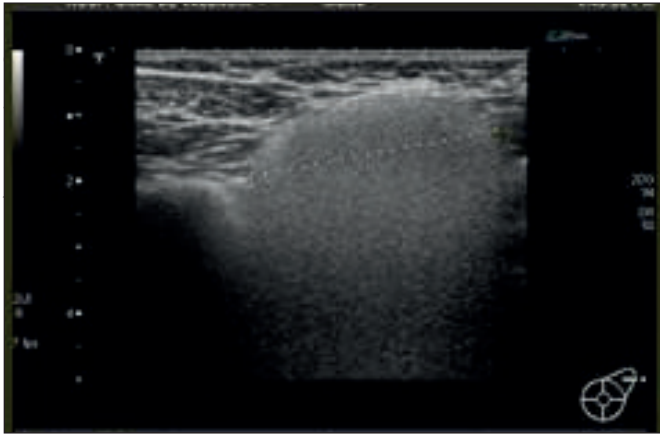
Ultrasonido de partes blandas axilar: siliconoma.
